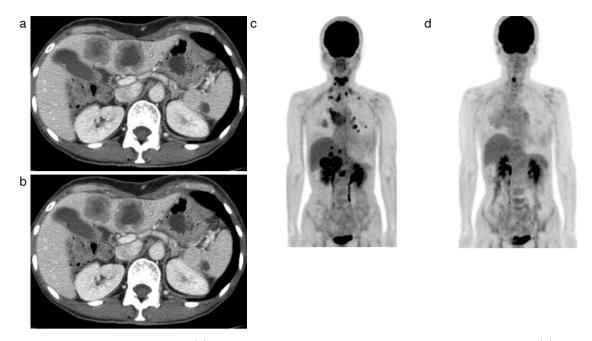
Abdominal CT scans before (a) and at 1 month after the initiation of treatment with crizotinib (b). FDG-PET image before (c) and at 1 month after the initiation of treatment with crizotinib (d).
